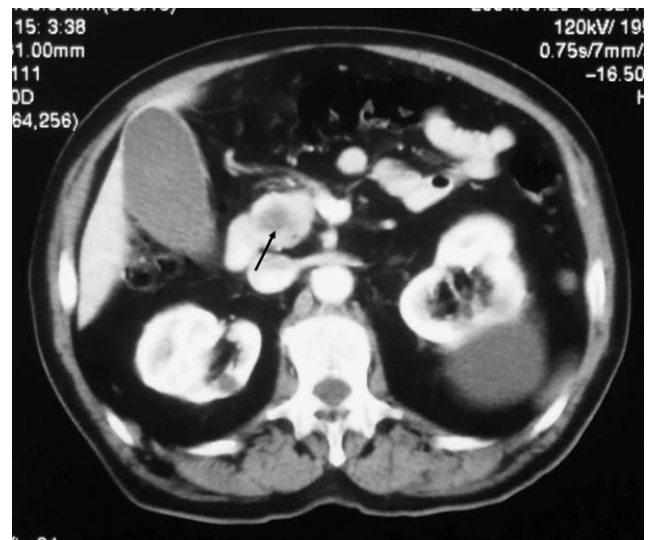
Tomografía computarizada (TC) 2. TC de abdomen (paciente n.º 2): se observa metástasis intrapancreática (flecha).
